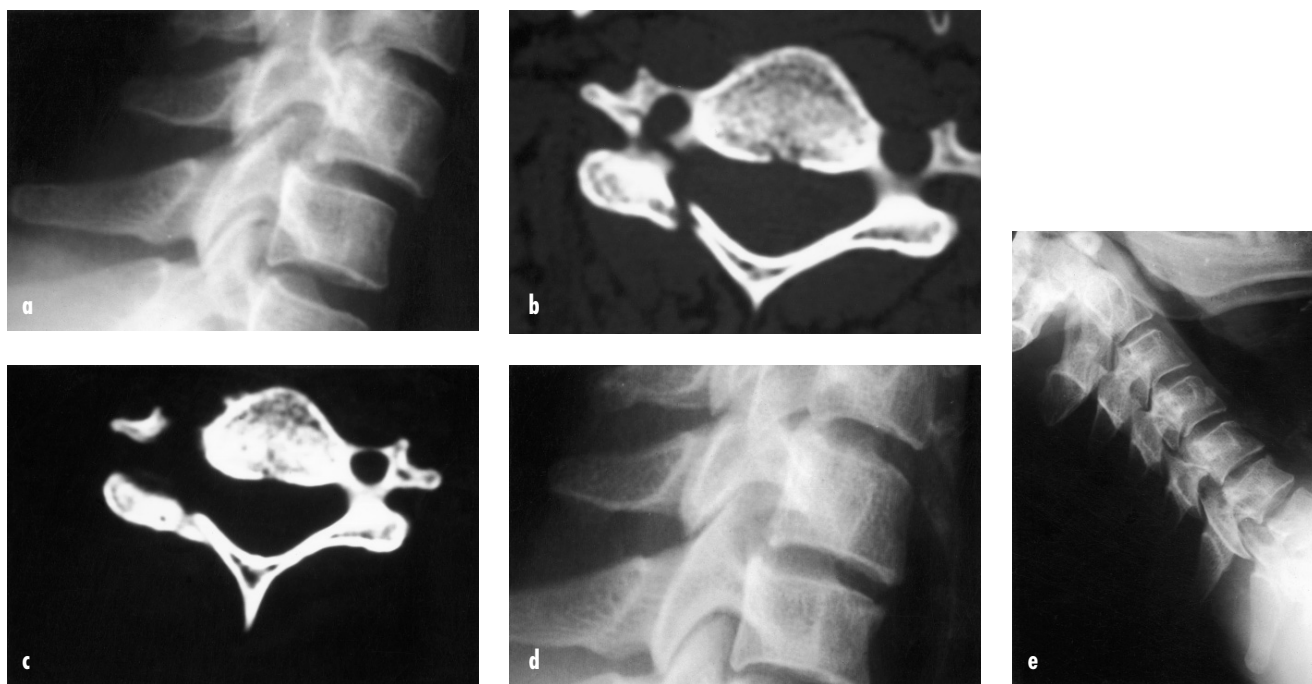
(a, b, c, d, e). A distanza di 1 mese dal trauma, le radiografie evidenziavano una anterolistesi di C5 su C6 (a). La T.C. evidenziava fratture dell'arco posteriore destro di C5, dell'apofisi trasversa e del tubercolo anteriore di C6 (b). Il controllo T.C. a 2 mesi, evidenziava la formazione di un buon callo interframmentario livello di C5 (c). Il controllo radiografico dopo halo evidenziava la riduzione della listesi con consolidazione della frattura (d) e la stabilità ottenuta senza scivolamento di flessione (e).
